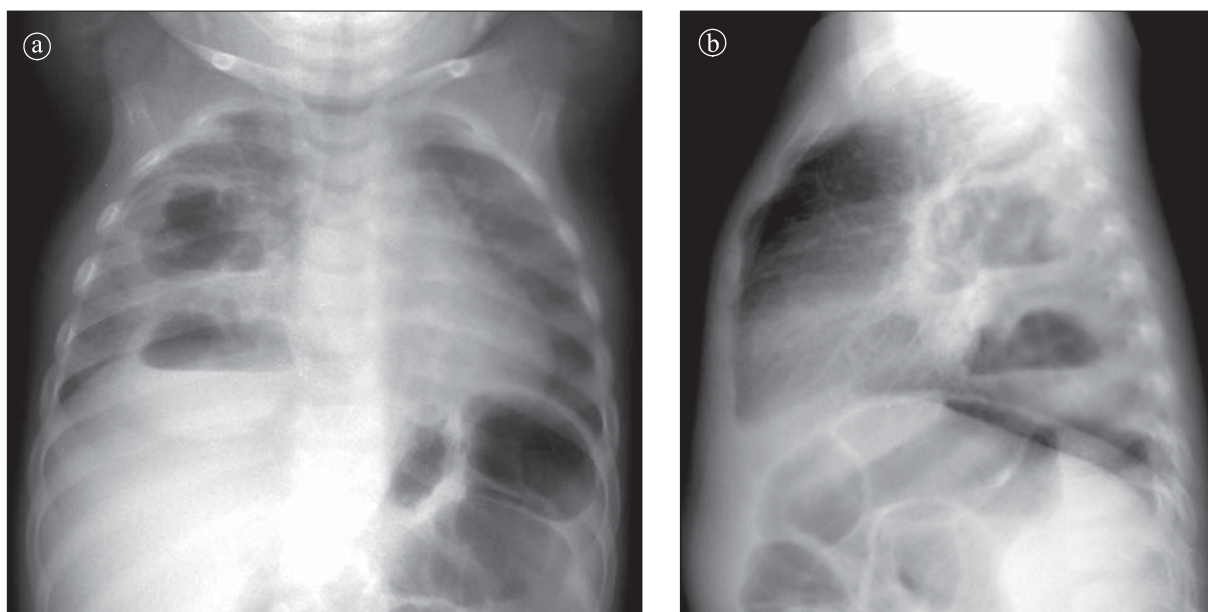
Supurație pulmonară. Radiografie toracică AP și LL. Opacitate inomogenă a lobului inferior drept cu nivele hidroaerice.
